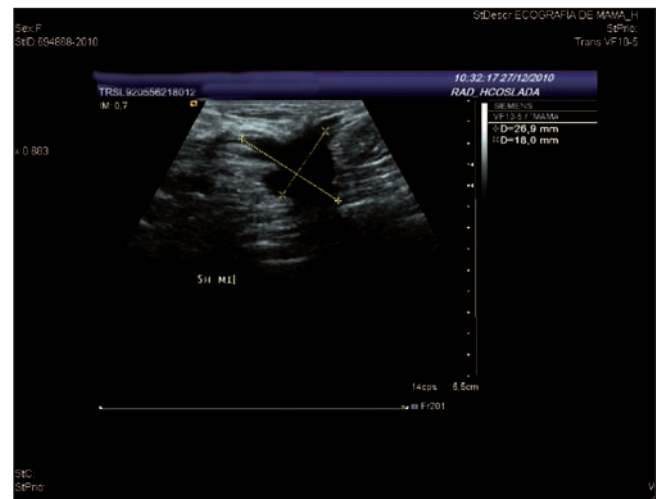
Ecografía mamaria: lesión hipodensa, de contorno muy irregular de aspecto ramificado hacia la piel, de aproximadamente 27 x 18 mm.
